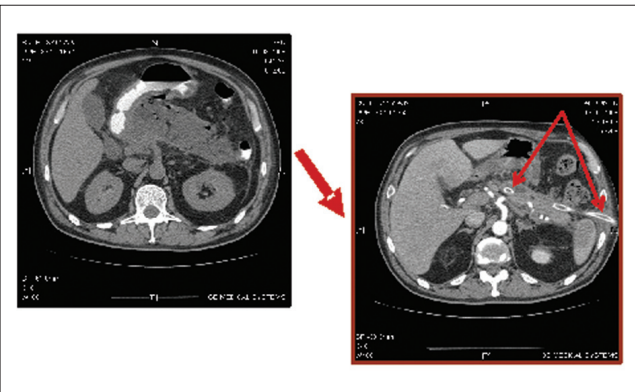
Спіральовидна комп'ютерна томографія з контрастним болюсним підсиленням
